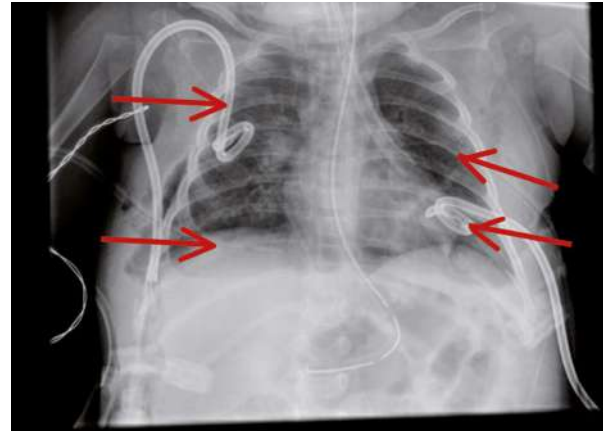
Radiografía al 5º día de ingreso.
